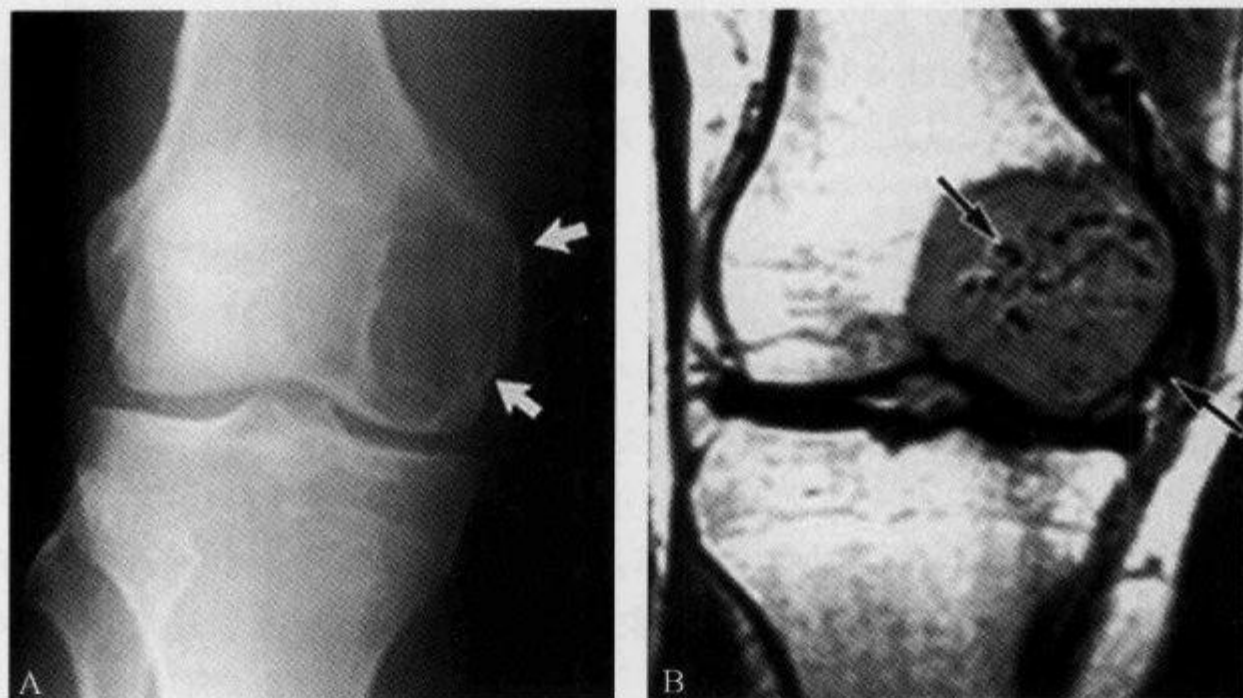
MRI T_1 WI 示“流空征”
